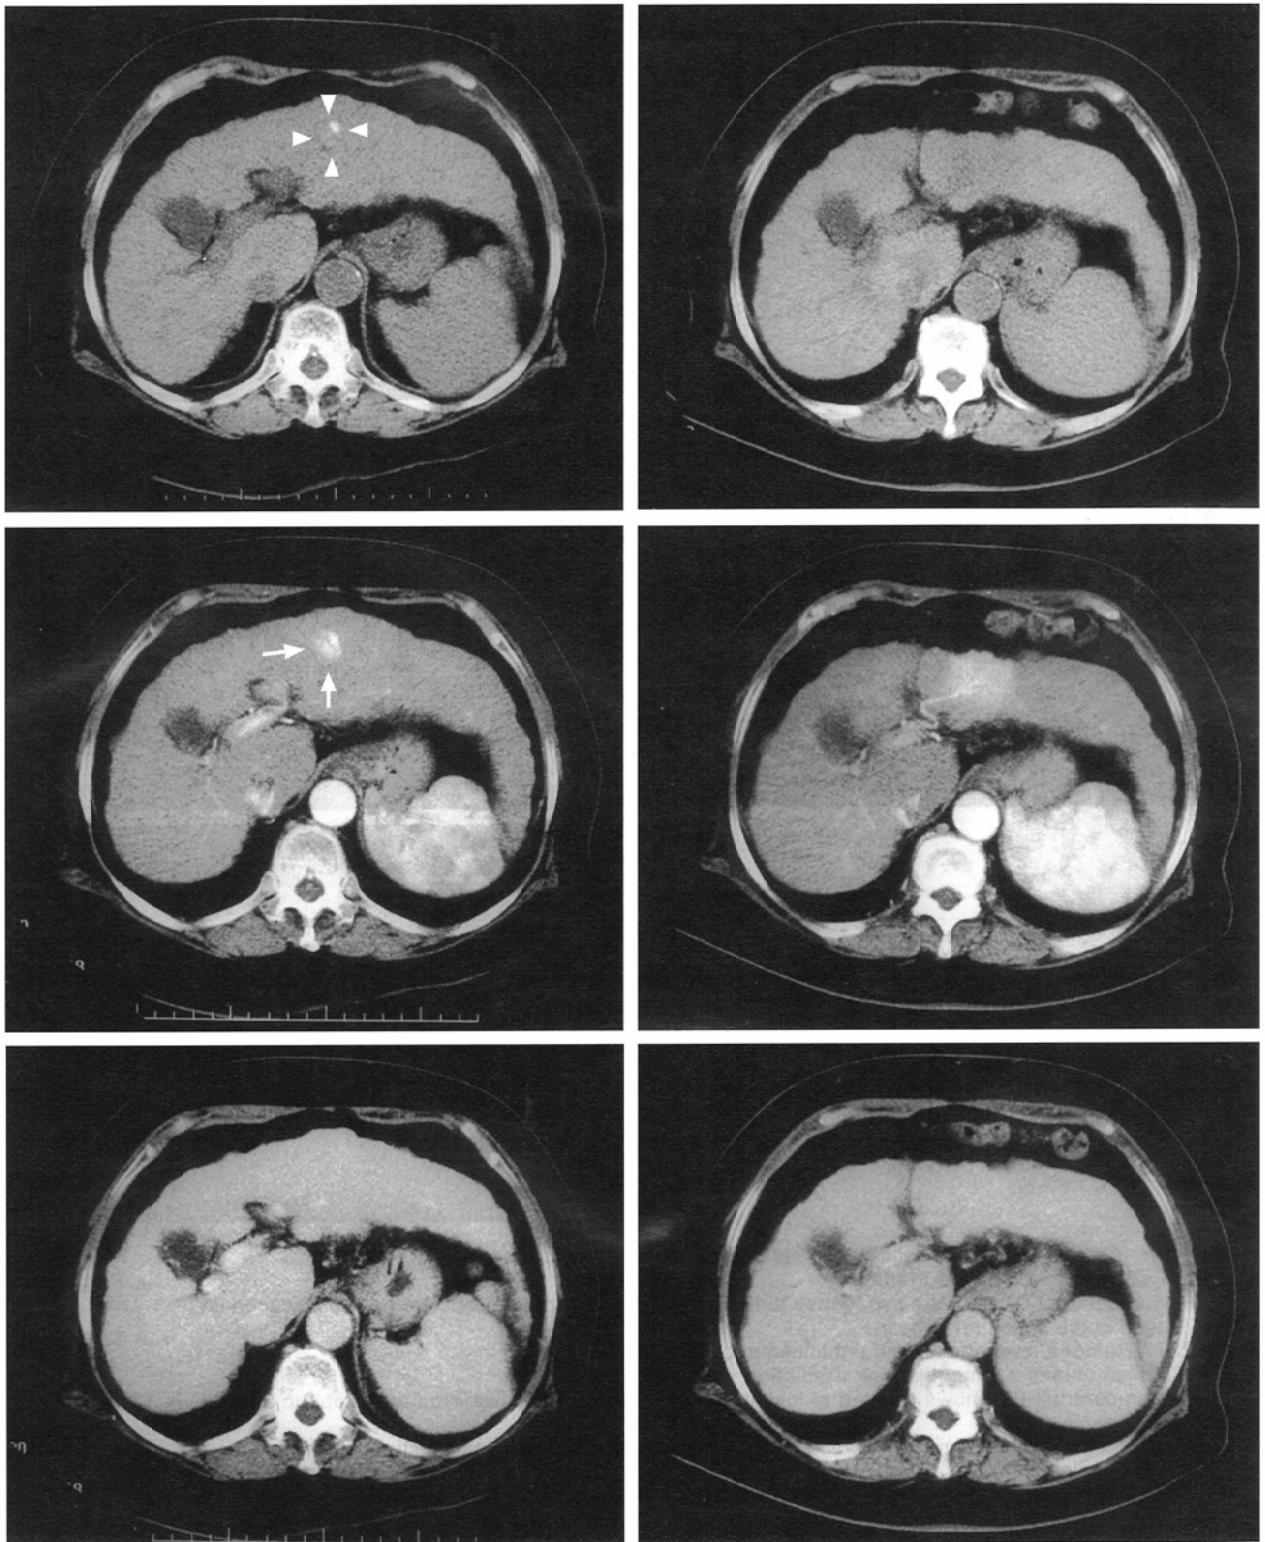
A 71-year-old woman with recurrent hepatocellular carcinoma after transarterial embolization (case 1). A: CT scan obtained before irradiation.
